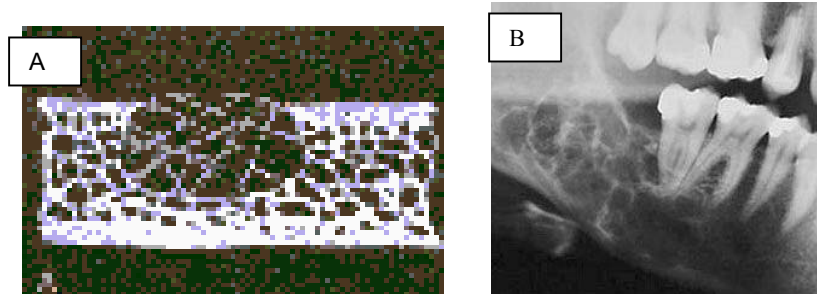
47 A) Aspecto del mixoma odontogénico; B) La radiografía muestra el aspecto del mixoma odontogénico a nivel de ángulo mandibular.(38)
